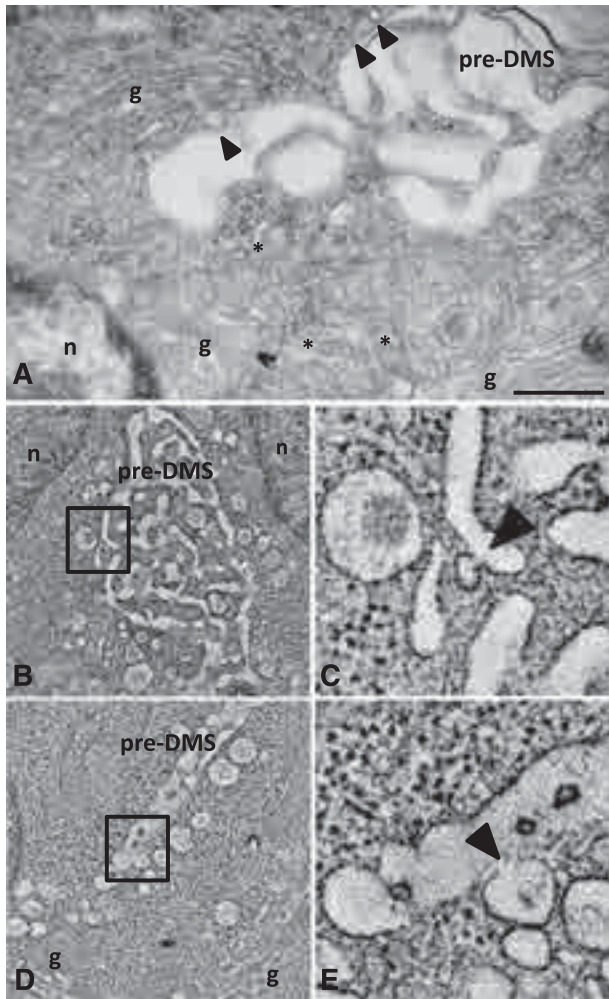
Dual axis electron tomography of the TGN and DMS reveals fusion of vesicles with the pre-DMS. (A) TEM image of the Golgi complexes oriented so that the *trans*-sites (TGN) lie facing the pre-DMS. Some vesicles are in close apposition to the pre-DMS (arrowheads). Bar, 500 nm. (B-C) Selected tomographic sections showing fusion of TGN-derived vesicles with the pre-DMS. A higher magnification of the boxed area in B is shown in C, and the arrowhead points to the zone of continuity between the membranes of the vesicle and the pre-DMS. (D-E) Alignment of larger vesicles along the pre-DMS. Fusion of a vesicle with the pre-DMS (arrowhead in D). g, Golgi stacks; n, nucleus.
